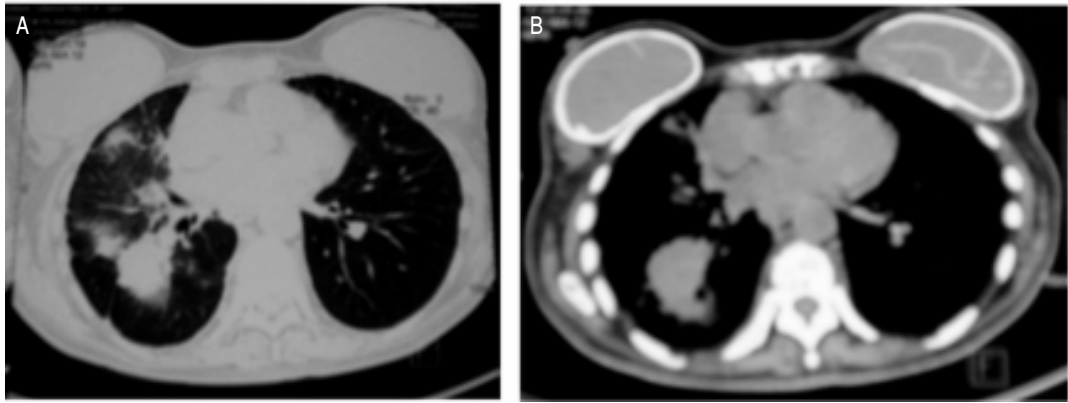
Tomografía computarizada inicial de la paciente con CPCNP avanzado, se muestra la progresión de la enfermedad pulmonar. La paciente ingresó al Instituto Nacional de Cancerología e inició segunda línea de tratamiento con erlotinib, un inhibidor tirosina cinasa del EGFR.
